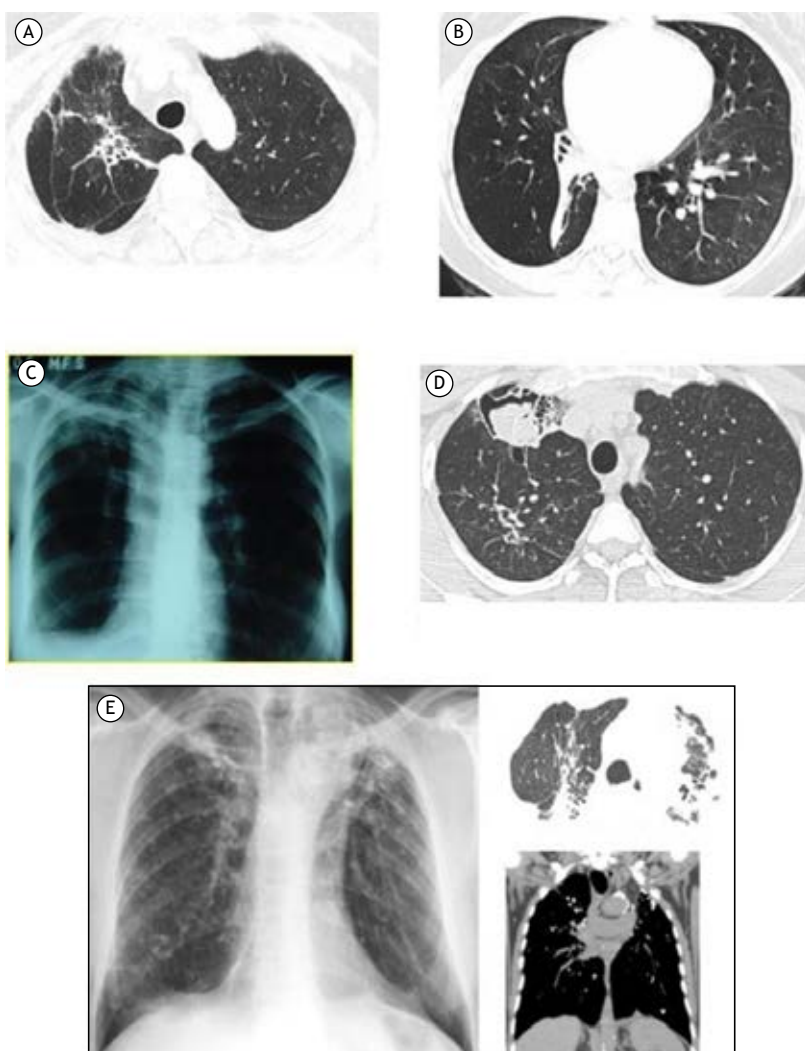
Padrões radiológicos da doença pulmonar pós-tuberculose. Em A, TC de tórax mostrando opacidade densa e irregular com bronquiectasias do hilo até o ápice pulmonar direito, associada a espessamento pleural apical, elevação do hilo e redução volumétrica desse lado. Em B, TC de tórax mostrando opacidade consolidada com aspecto fibroatelectático no lobo inferior direito, acometendo predominantemente os segmentos basais anterior, lateral e posterior, determinando a redução volumétrica desse lobo e destacando bronquiectasias associadas no segmento basal anterior. Bronquiolectasia cilíndrica no segmento superior do lobo inferior direito. Em C, radiografia de tórax mostrando opacidade fibrótica no lobo superior direito com espessamento pleural e redução volumétrica do pulmão direito, levando à elevação da cúpula frênica direita. Em D, TC de tórax mostrando lesão residual escavada no segmento anterior do lobo superior direito preenchida por conteúdo móvel à mudança de decúbito, corroborando repercussões de acometimento infeccioso fúngico saprofítico sobreposto. Em E, exames de imagem mostrando atelectasia laminar confluyente, perda volumétrica e distorção arquitetural nos lobos superiores, com calcificações de permeio, favorecendo alterações crônicas/residuais.
